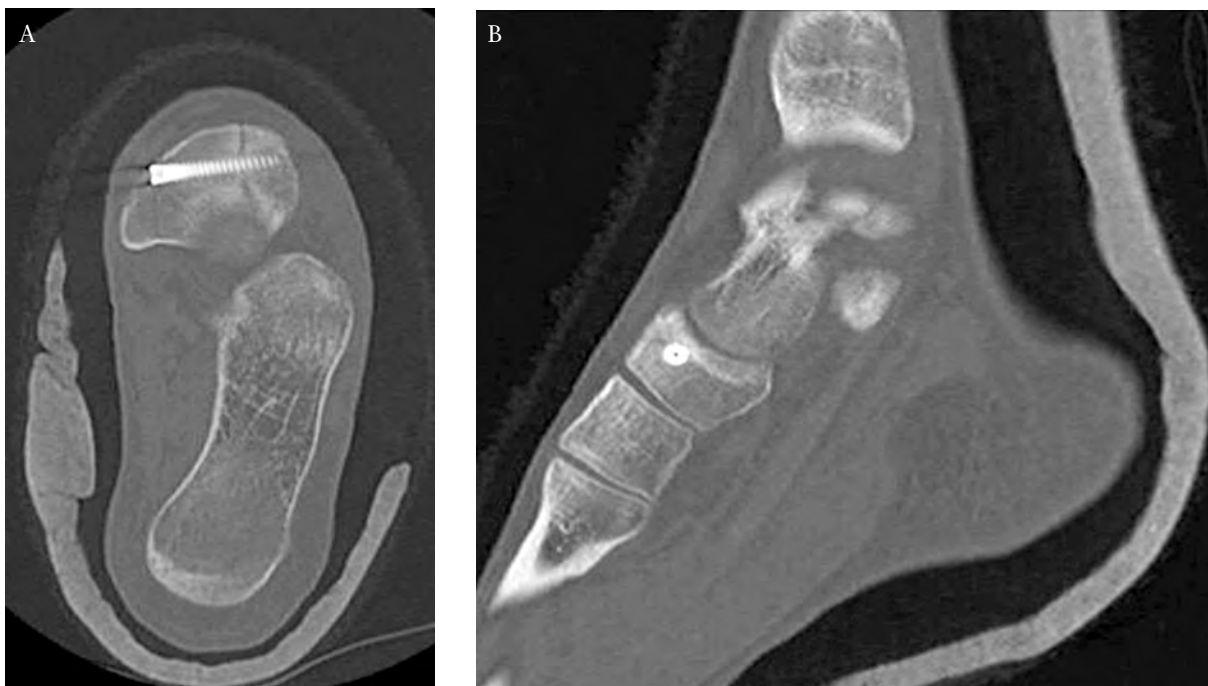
TAC tras la reducción de la fractura con espacio interfragmentario menor de 1 mm.
